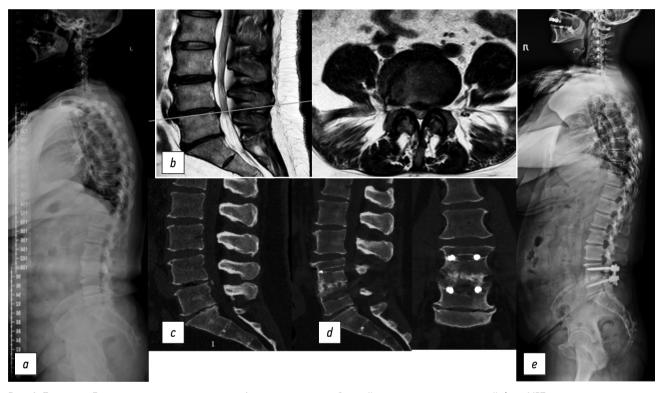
Пациентка Г.: а — постуральная рентгенография позвоночника в боковой проекции перед операцией, b — МРТ поясничного отдела позвоночника в сагиттальной и аксиальной проекциях до операции, с — КТ поясничного отдела позвоночника в сагиттальной проекции перед операцией, d — КТ поясничного отдела позвоночника в сагиттальной и фронтальной проекциях после операции, е — постуральная рентгенография позвоночника в боковой проекции после операции.
